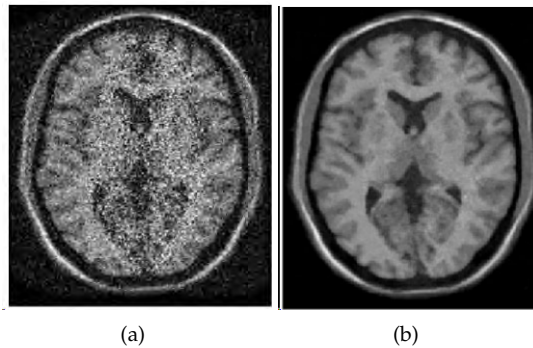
MRI T1W vista axial (a) con ruido riciano y (b) filtrada con ANLM
